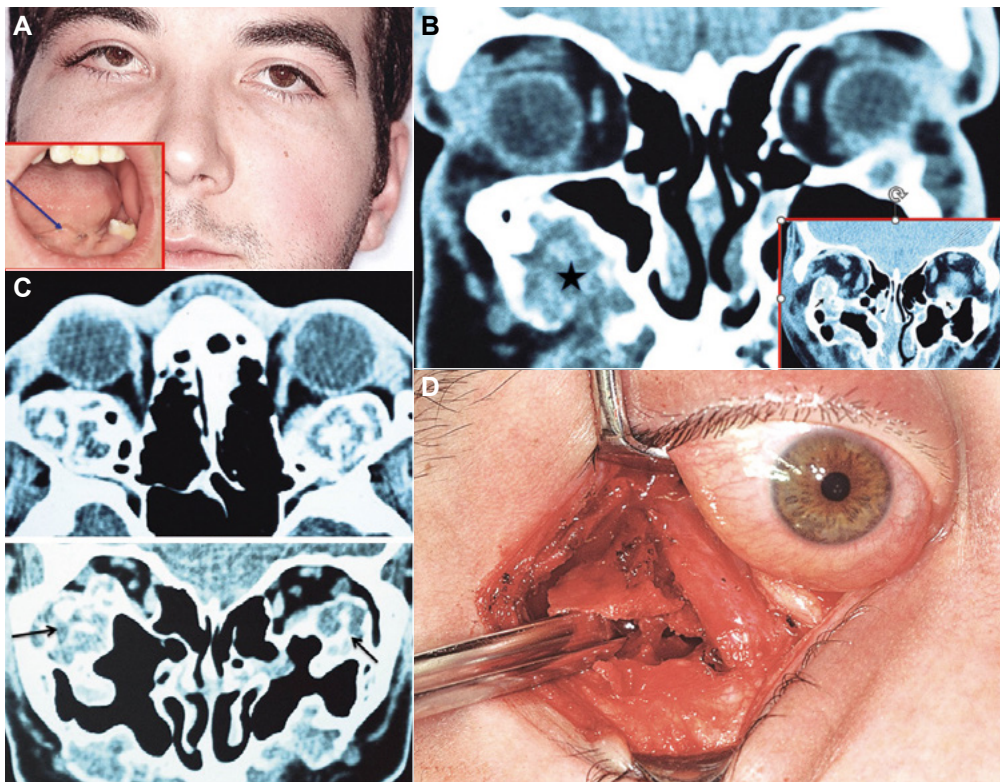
A. Querubismo. Asimetría facial y ojos desplazados hacia el techo orbitario en un varón de 27 años. Refiere asimetría desde los 7 años. Visión y motilidad normal en AO. Displasia de maxilar inferior y asimetría oral. B. TC coronal. Orbitas y senos maxilares reducidos de tamaño por crecimiento óseo anormal del maxilar superior de ambos lados. Presencia de tejido blando en maxilar superior. Asimetría facial bilateral. Formación de cavidades en los maxilares. Crecimiento anormal del suelo orbitario hacia la órbita de AO de tejidos blandos y hueso hacia el interior de las orbitas reduciendo la cavidad. C. TC axial y coronal. Al crecer la displasia oseofibrosa hacia el interior de la órbita aparecen estas lesiones quísticas en el espacio intracónico como si fueran tumores intracónicos (mezcla de tejido óseo neoformado y tejido fibroso) que reducen mucho la cavidad orbitaria. Las zonas de hipodensidad corresponden a aire (-800-900 NHU). D. Orbitotomía traspalpebral inferior. Exeresis de la lesión osteofibrosa que ocupa el espacio Inferior e Intracónico. El suelo orbitario es muy frágil y se rompe con facilidad por el componente fibroso de la displasia.
